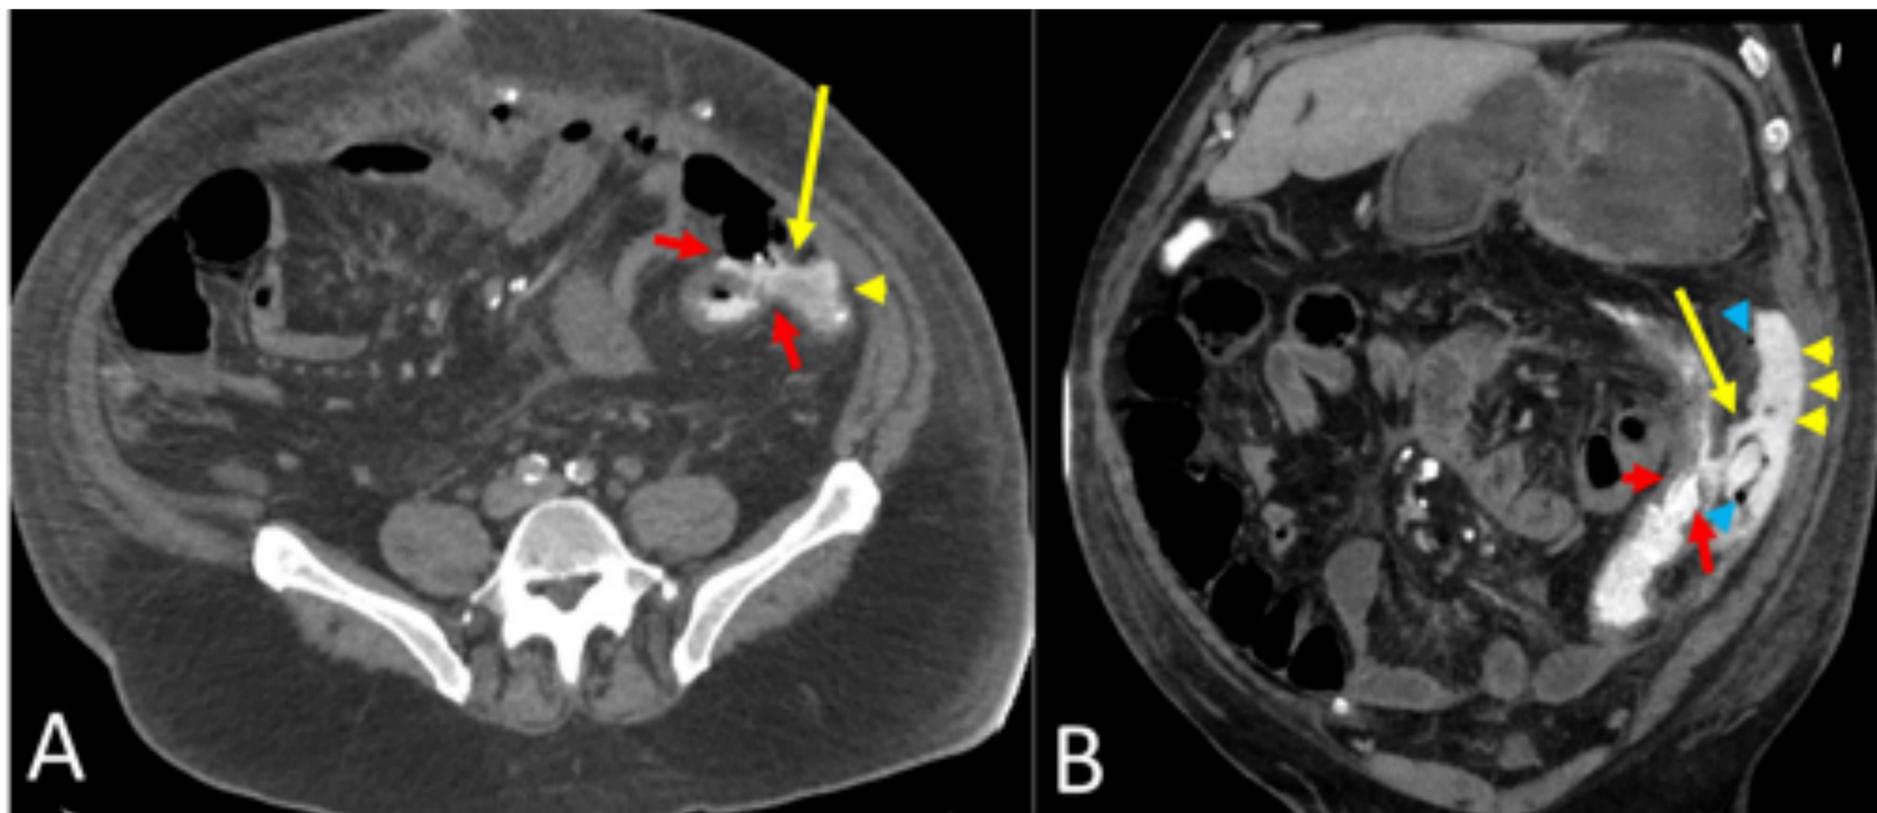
Fuga anastomótica* en un paciente de 55 años con antecedentes de cáncer de colon tratado con hemicolectomía izquierda. A y B) TC axial y coronal con contraste endorrectal. Hay una *fuga importante del contraste endoluminal* (flechas amarillas) a nivel de la anastomosis colo-sigmoidea (flechas cortas rojas), produciendo acumulación de contraste en la gotiera parietocólica izquierda (puntas de flecha amarillas). Hay varias *burbujas de gas de aire libre*
